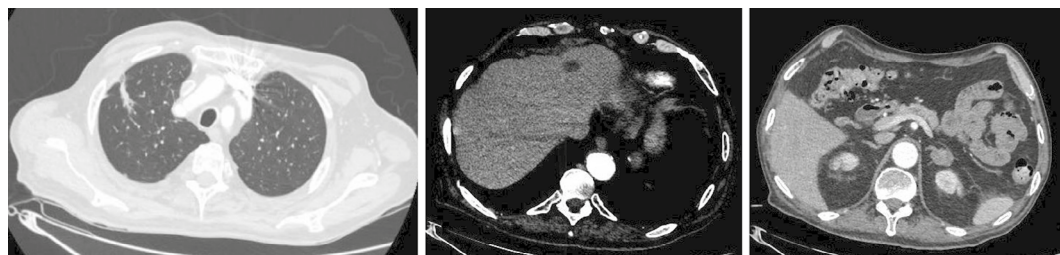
TC toracoabdominopélvica que muestra lesión pulmonar en LSD con lesión hepática no filiada y nódulo suprarrenal izquierdo.
